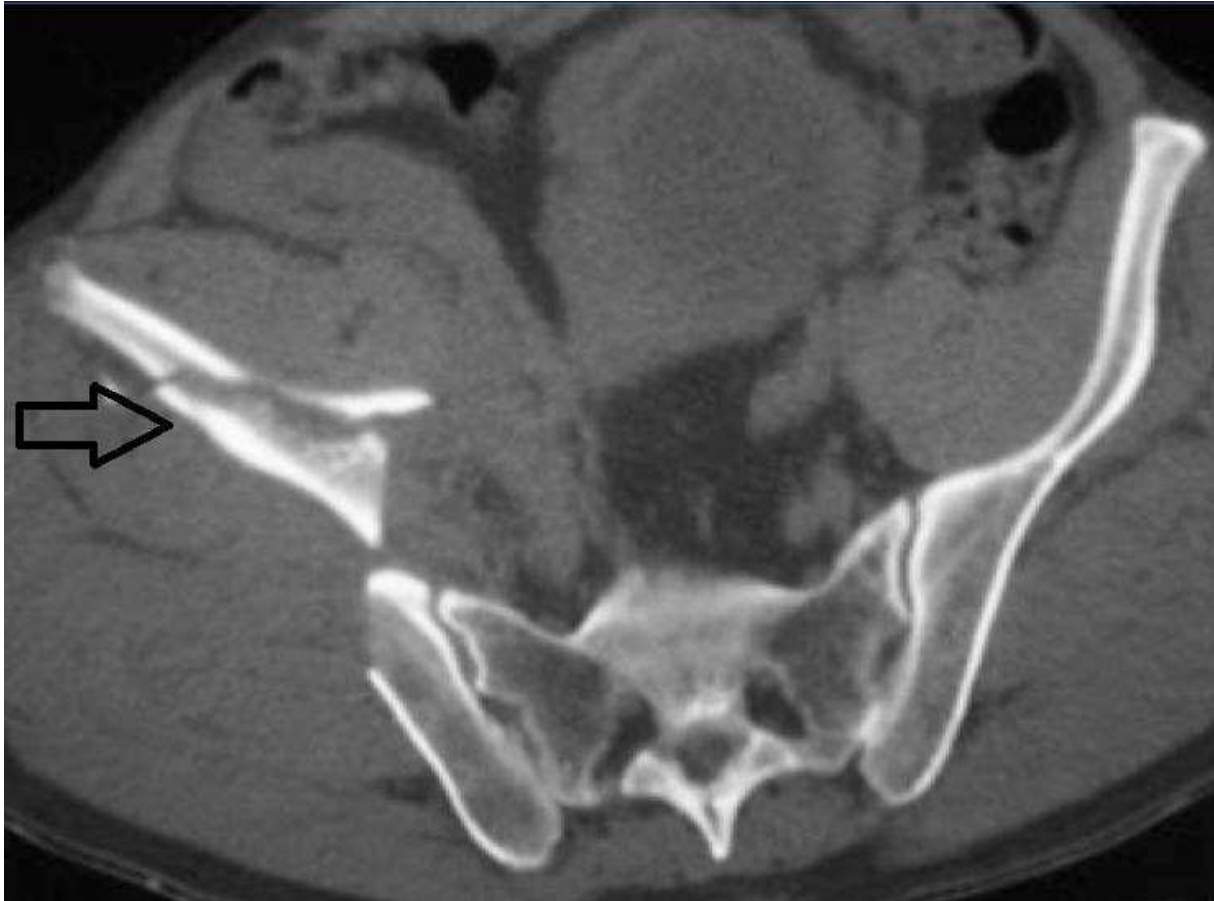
TDM du bassin, coupe axiale en fenêtre osseuse montrant une fracture complète de l'aile iliaque droite (flèche →).
